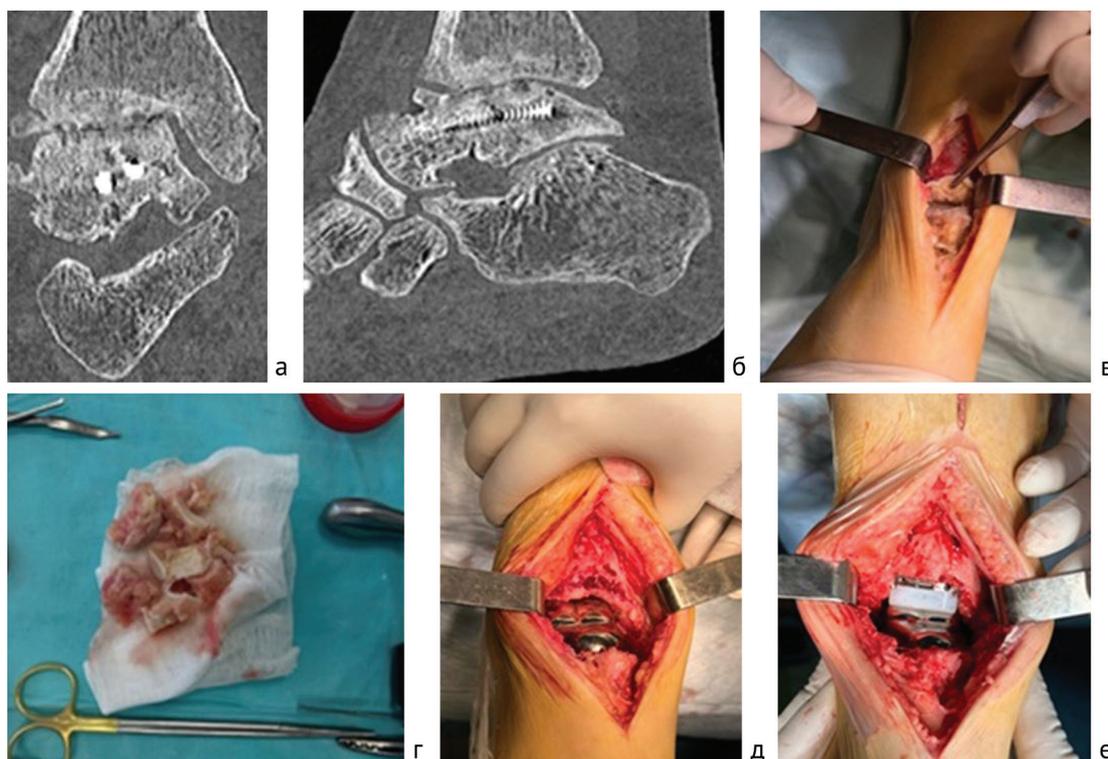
Коронарный и сагиттальный МСКТ-сканы голеностопного сустава: а, б — исход посттравматического АОТК, коллапса таранной кости, множественные кисты большеберцовой, таранной костей. Интраоперационные фото: в — хирургического доступа к голеностопному суставу; г — фрагментированной, некротизированной таранной кости; д — имплантированного индивидуального эндопротеза таранной кости; е — собранной конструкции индивидуального эндопротеза голеностопного сустава и таранной кости с тибальным компонентом и полиэтиленовым вкладышем
